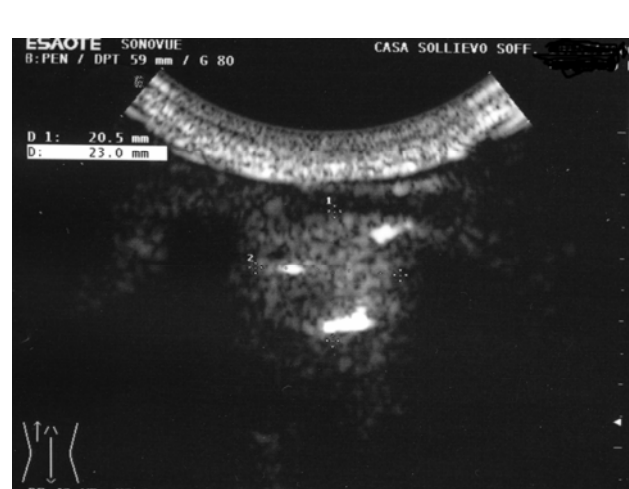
L'ecografia con mezzo di contrasto SonoVue® (Bracco) rivela la presenza di un adenocarcinoma nella regione postero-basale del polmone destro. L'enhancement della lesione è apprezzabile 90 sec dopo la somministrazione ev di SonoVue®.
